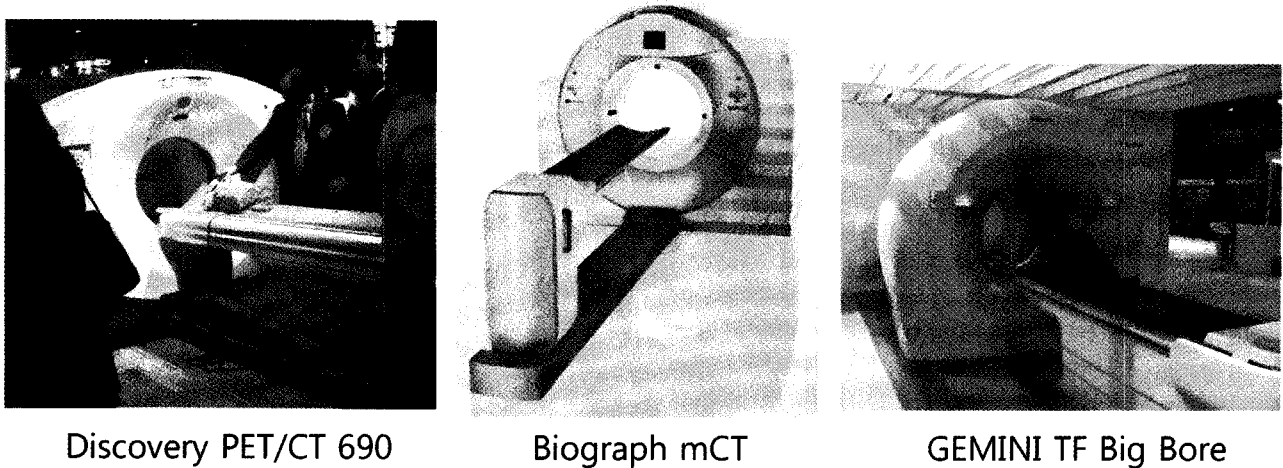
Three main vendors introduced newly developed PET scanner at 2009 SNM annual meeting.
